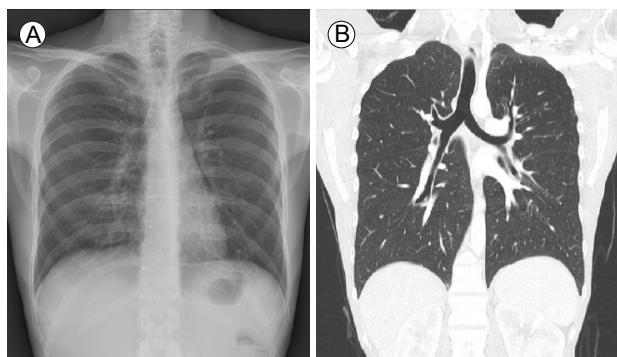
(A) Relatively normal findings on chest X-ray. (B) In an axial view (high-resolution computed tomography), there was no hilar lymphadenopathy or abnormal parenchymal infiltration.
